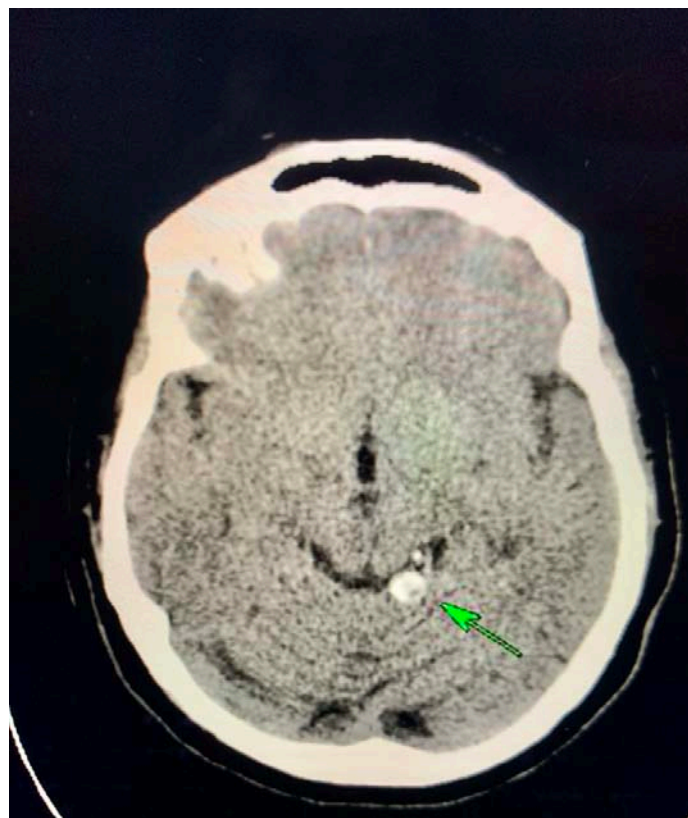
TDM cérébrale en coupe axiale objectivant un tuberculome
